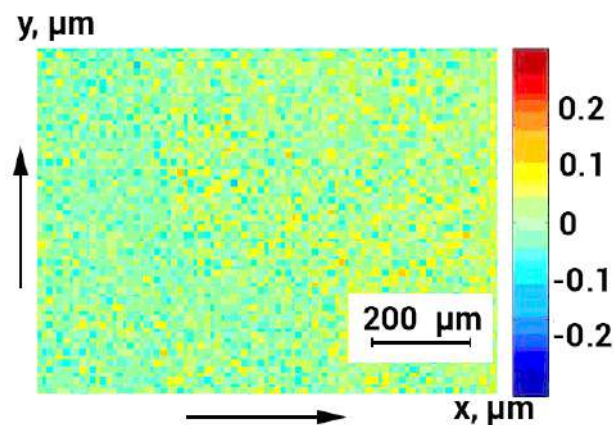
Поляризаційна томограма полікристалічної складової гістологічного зрізу печінки здорового щура.
